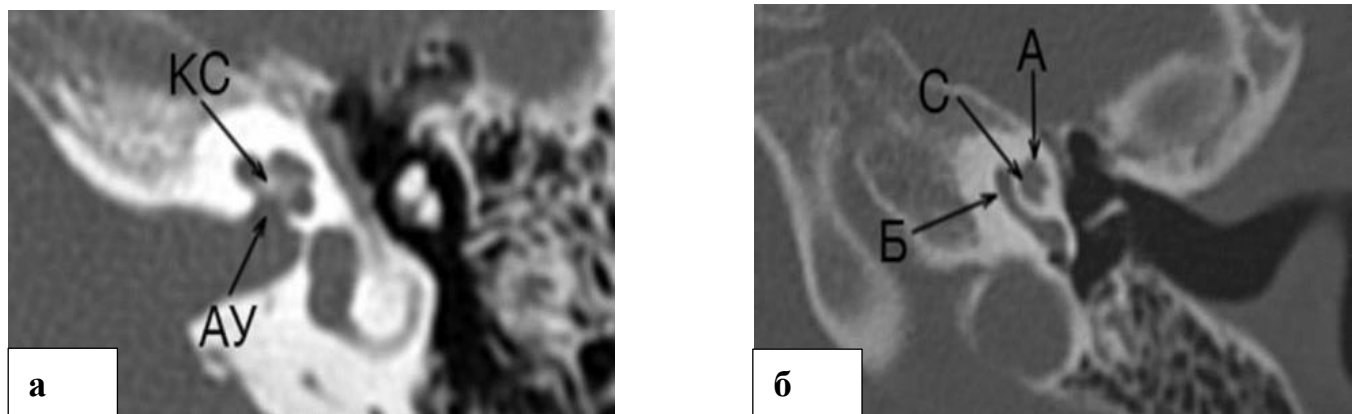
а. МСКТ височной кости: а — визуализация модиолуса (костного стержня (КС)) и апертуры улитки (АУ); б — аксиальный срез через нишу окна улитки с дифференцировкой базального (Б), среднего (С) и апикального (А)
